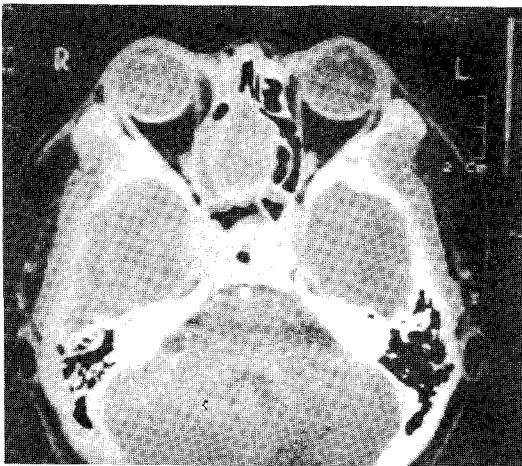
Axial CT scan shows expansion and replacement of the right ethmoid sinus by soft tissue mass.
